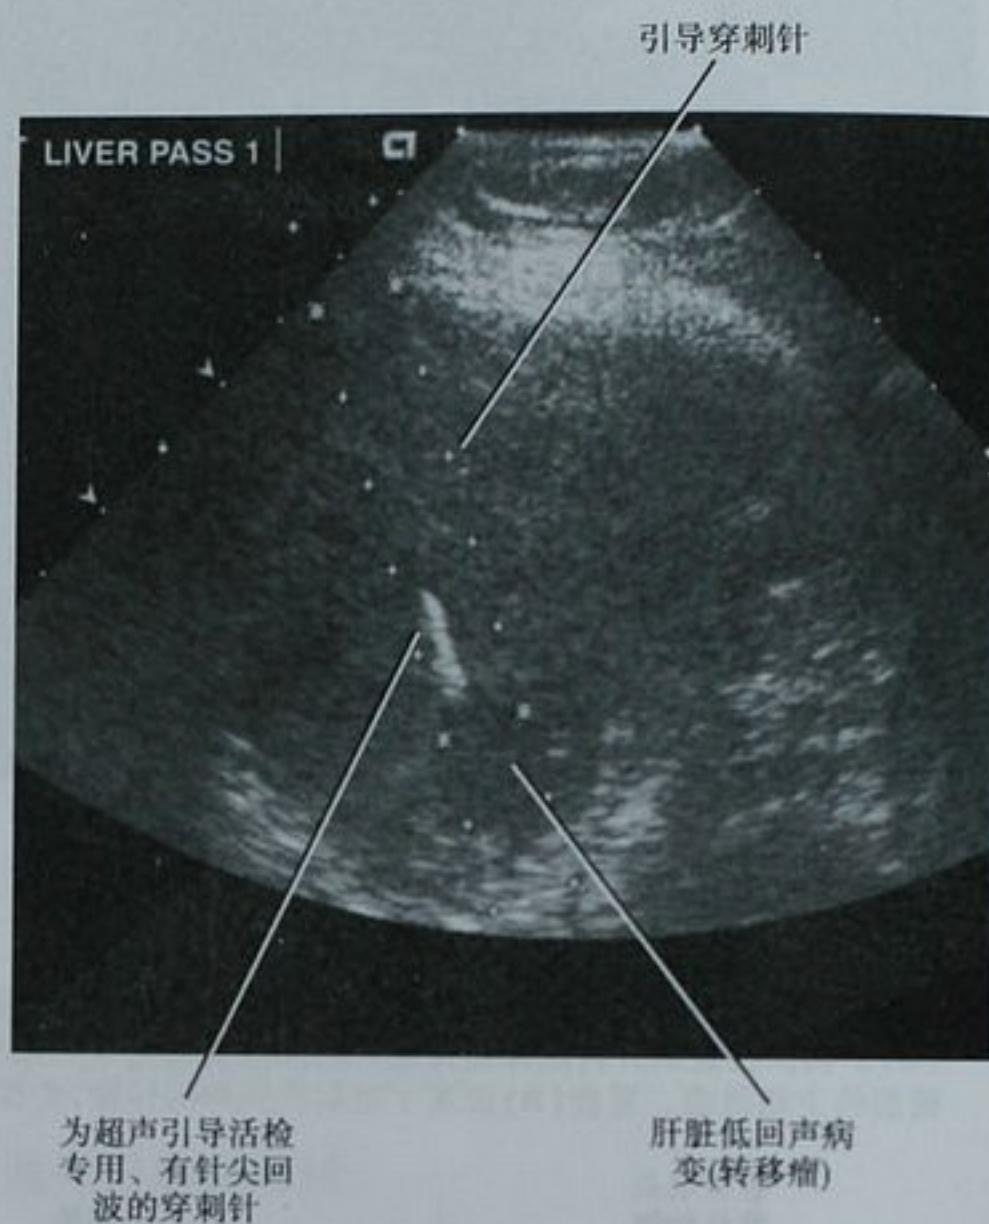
超声引导活检专用、有针尖回波的穿刺针进行肝脏穿刺活检
